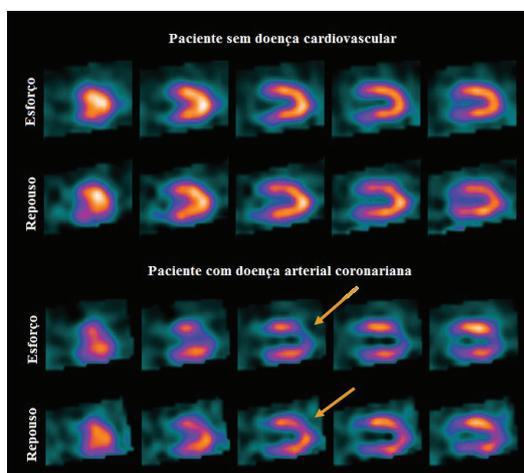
Imagens de SPECT do fluxo miocárdico durante as fases de esforço e repouso em um paciente normal e outro com doença arterial coronariana. A captação do radiofármaco no miocárdio é mostrada, da esquerda para a direita, por meio dos diferentes cortes adquiridos. As cores quentes (amarelo, laranja, vermelho e rosa) representam fluxo sanguíneo normal, ao passo de que as cores frias (azul e verde-água) indicam diminuição do fluxo sanguíneo. As áreas indicadas pelas setas amarelas representam porções com fluxo sanguíneo reduzido, indicando a presença de doença arterial coronariana.
